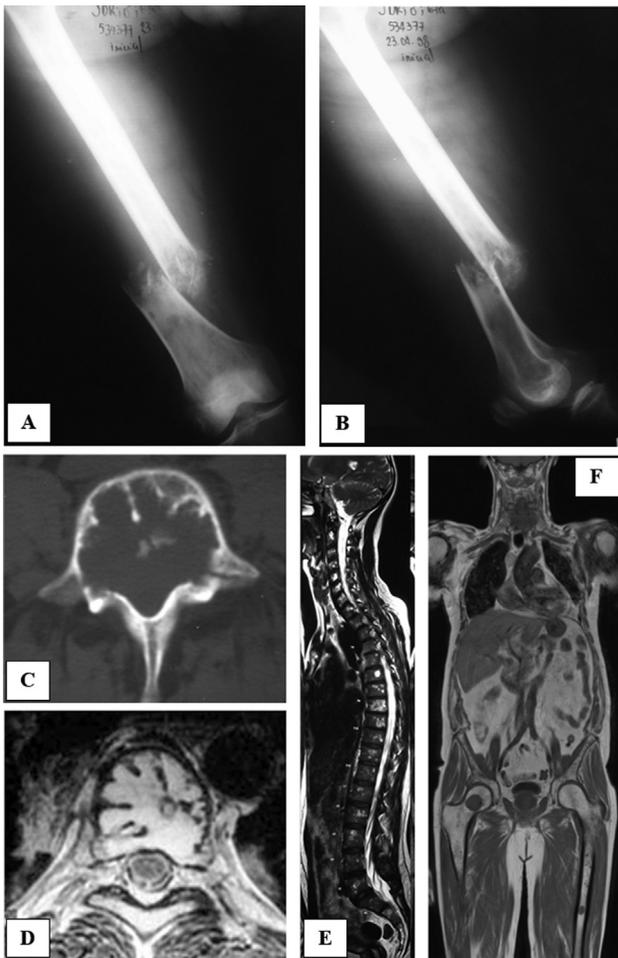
(A–F) (A, B) Radiografias nas incidências anteroposterior e perfil do fêmur direito de paciente masculino, 67 anos, negro, portador de MM. Observa-se fratura patológica do segmento diafisário distal do fêmur; (C, D) TC e RM de coluna torácica (corte axial) demonstrando osteólise do corpo vertebral (*mini-brain*); (E, F) RMCI demonstrando múltiplas lesões em corpos vertebrais (corte sagital), pelve e fêmur (corte coronal).
